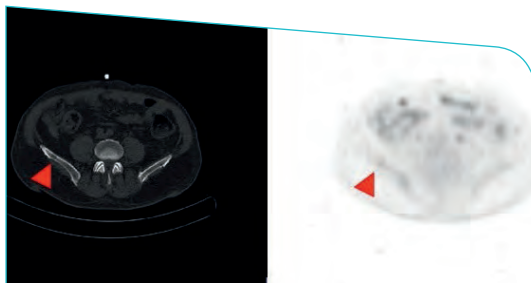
Progresión ósea múltiple en PET/TC de reevaluación (septiembre 2017). Presentaba afectación vertebral, costal, ilíaca izquierda y derecha (Flecha roja, lesión biopsiada), sin evidencia del tumor primario
